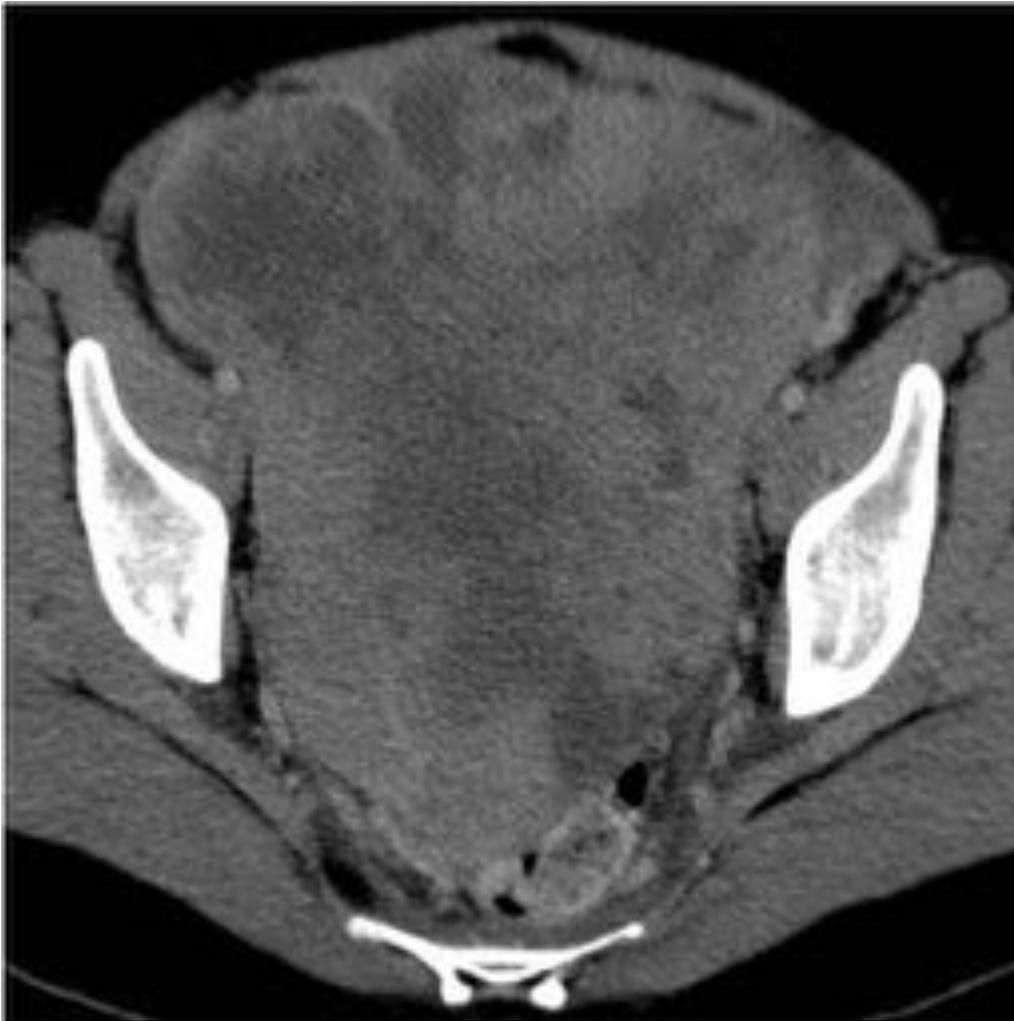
TC abdominal. Tumoración abdomino-pélvica sólido-quística de gran tamaño. GIST con origen en un asa intestinal pélvica.
